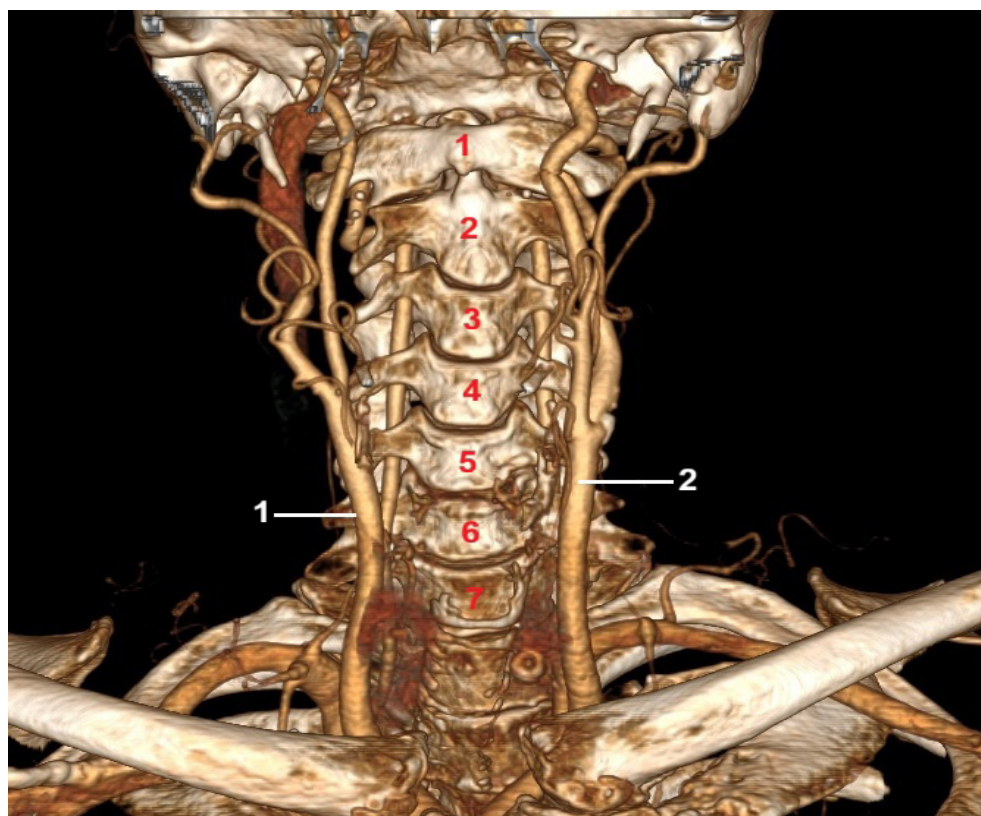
Reconstrucție CT-angiografică 3D. Nivelul de bifurcare a arterei carotide comune (vedere anterioară). artera carotidă comună dreaptă, 2. artera carotidă comună stângă
